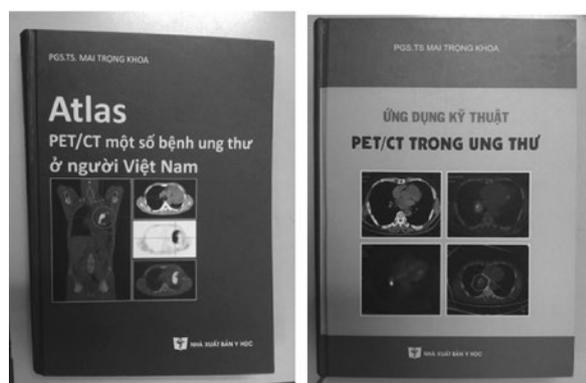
ベトナム国内の PET/CT 技術の持続的展開のためのベトナム語による専門書
